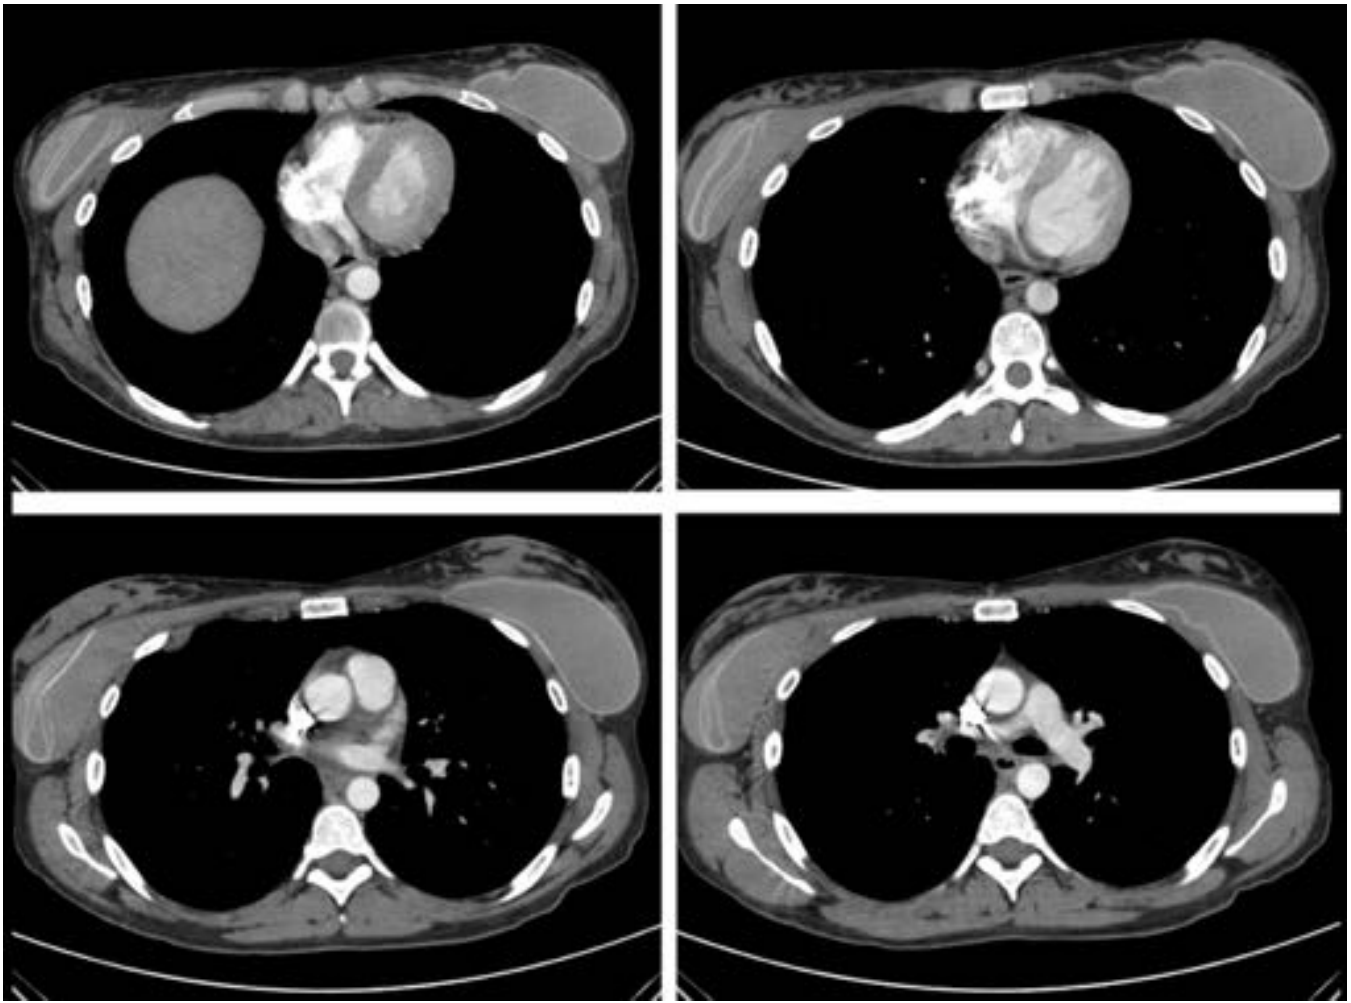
Imágenes axiales de TC donde se muestra una paciente con prótesis unicamerales de silicona. El implante izquierdo mantiene su integridad; en la prótesis derecha se aprecia el signo del lingüini, similar al que puede observarse en un estudio de RM, que traduce una rotura intracapsular con colapso total de la cubierta.
